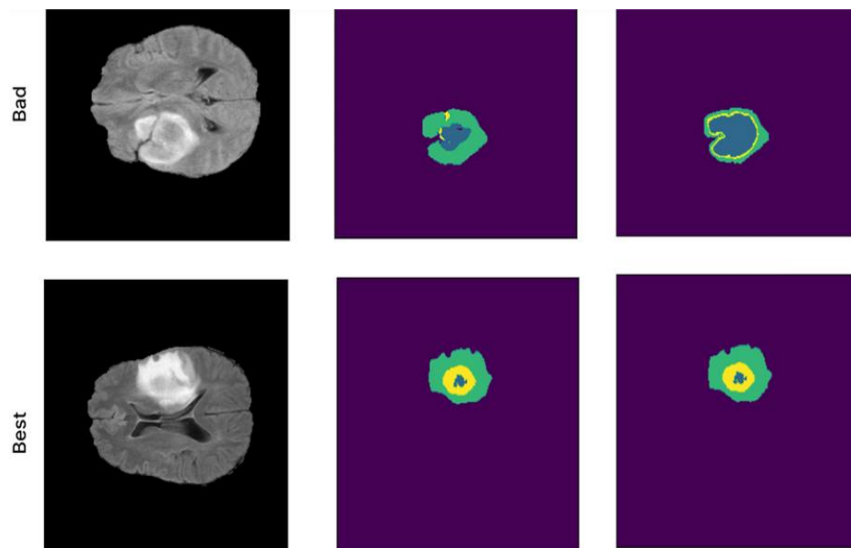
segmentation όγκου σε εικόνα MRI εγκεφάλου με όγκο (αριστερά), πρόβλεψη SegResNet (μέση), μάσκα αναφοράς (δεξιά) | κίτρινο: ET (ενισχυόμενος όγκος), πράσινο: WT (ολόκληρος όγκος), μπλε: TC (πυρήνας όγκου)
